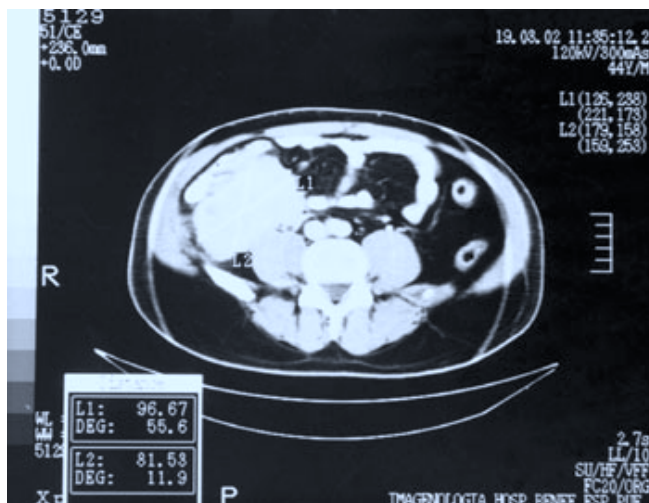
TAC donde se observa neoplasia en fosa iliaca derecha que comprime el paso del uréter derecho.
